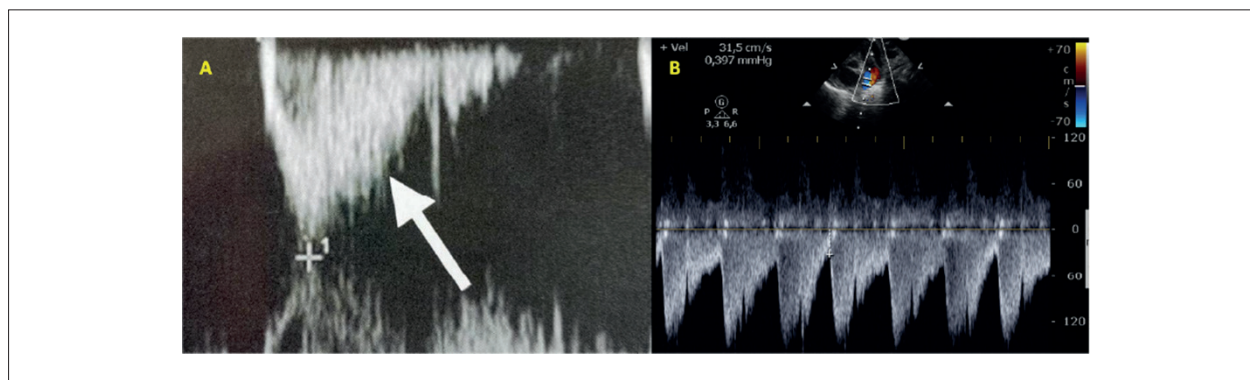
A: Doppler pulsado da valva pulmonar demonstrando um serrilhado na parte ascendente da curva conforme demonstrado pela seta, sugestivo de contaminação de fluxo proveniente do canal arterial. B: Padrão Doppler do fluxo na artéria pulmonar esquerda demonstrando componente diastólico final com alta velocidade preditivo de hiperfluxo pulmonar.
